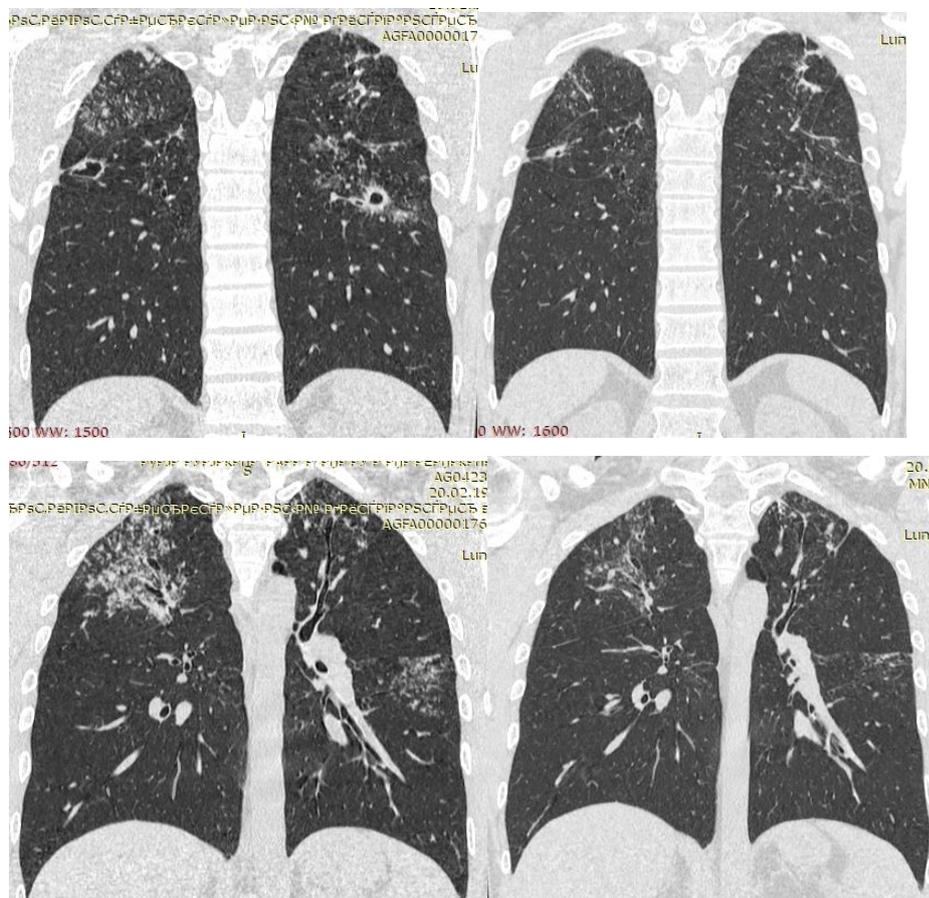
КТ грудной клетки пациента Т. от 09.04.2019 г.
